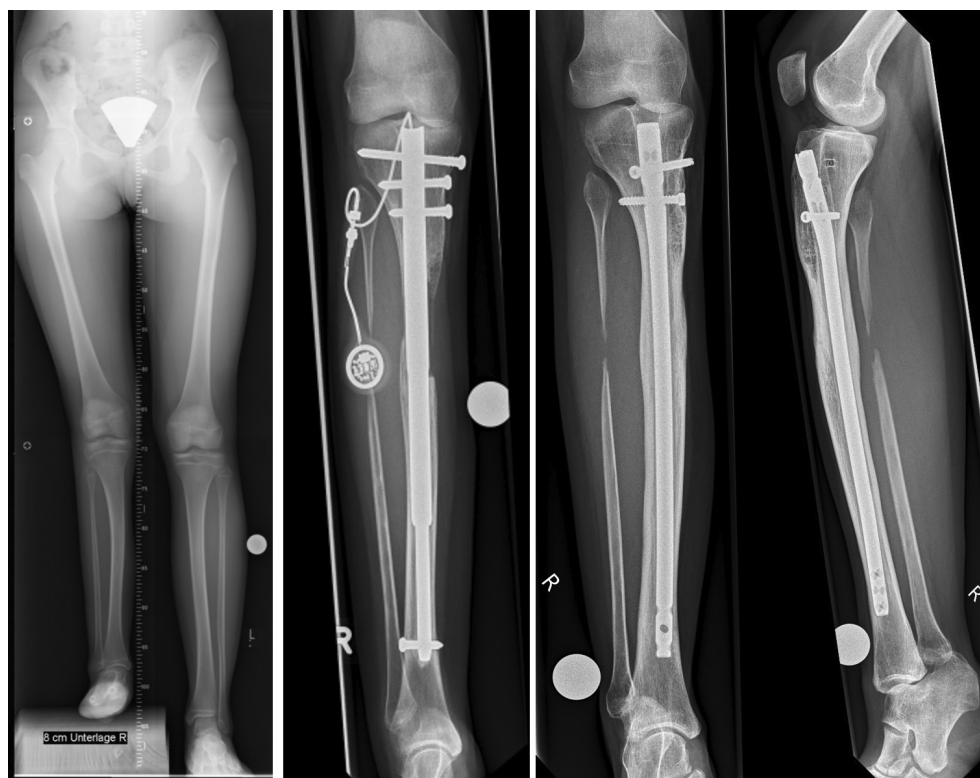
(da sinistra a destra): radiografia della gamba intera di una ragazza di 16 anni con difetto longitudinale del perone e mancanza del raggio III-V con astragalo sferico e differenza di lunghezza consecutiva della gamba di -6,5 cm - impianto e distrazione di 5,5 cm con una TAA Fitbone - guarigione e fissaggio dell'arto inferiore con chiodo intramidollare da trauma - la paziente non ha quindi alcuna retrazione nell'area di carico
